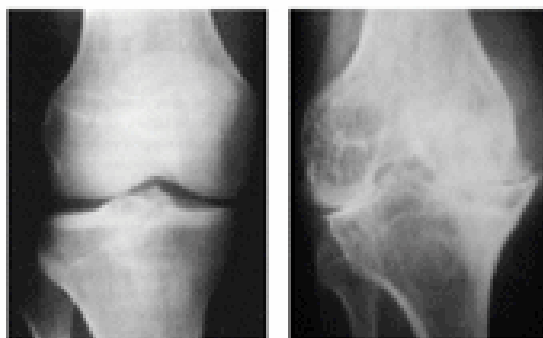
Radiografies d'un genoll normal (esquerra) i un genoll afectat d'hemartrosi hemofílica (dreta) causada pel sagnat intern freqüent.
